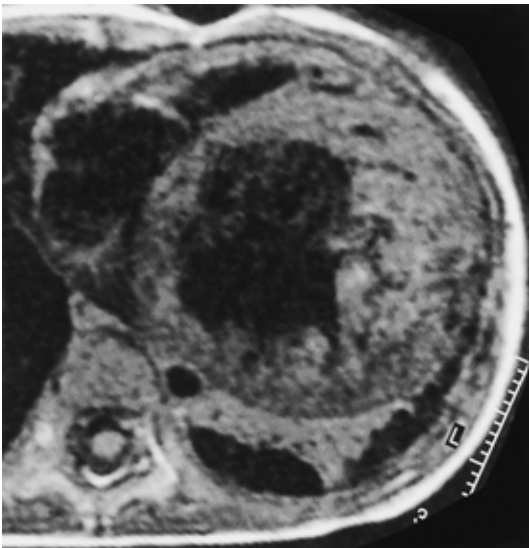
MRI 所見（T1 強調画像；横断面）
